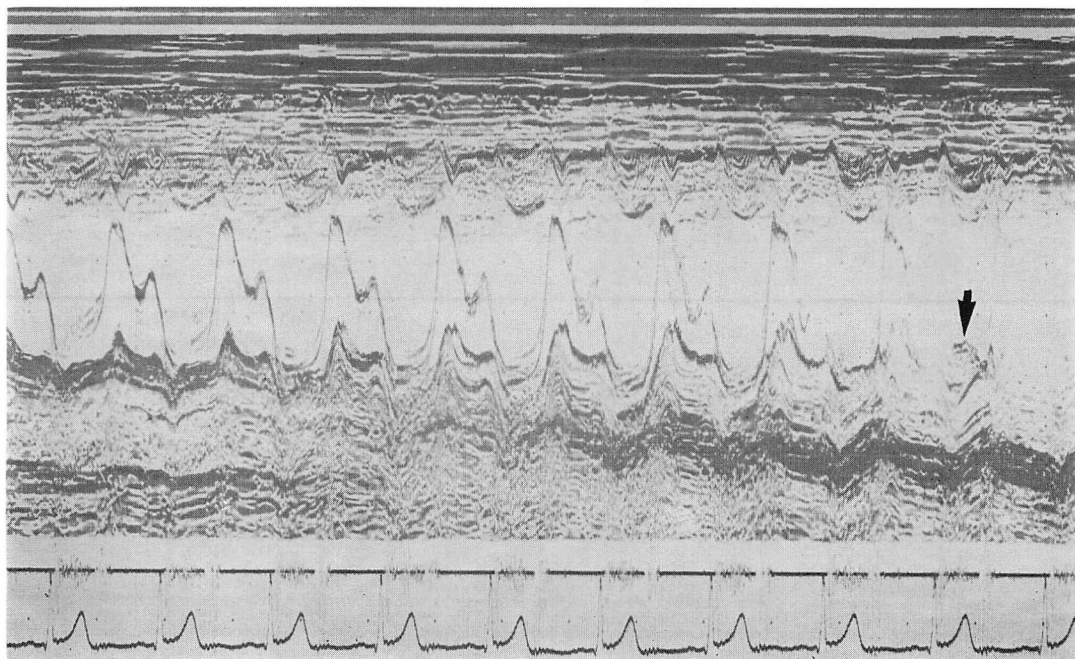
Echocardiograms with MVP (21 y.o., male).
